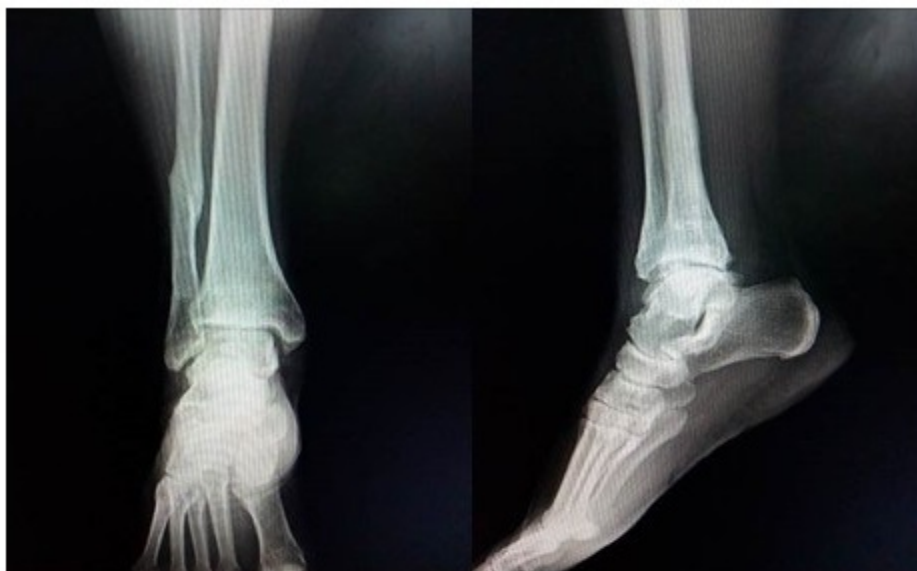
Imágenes tomadas a los treinta días de la cirugía. Se muestran radiografías oblicua y anteroposterior del tobillo afectado y el aspecto del mismo con el fijador colocado.
